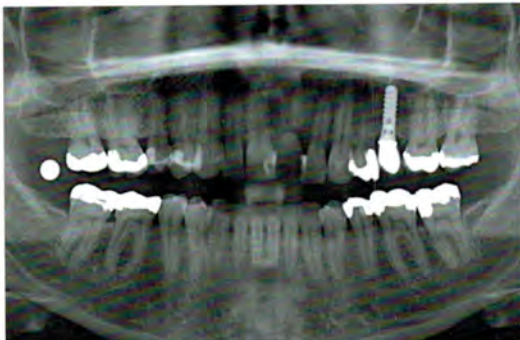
Planungsrelevante röntgenologische Ausgangssituation zwei Monate nach Extraktion
